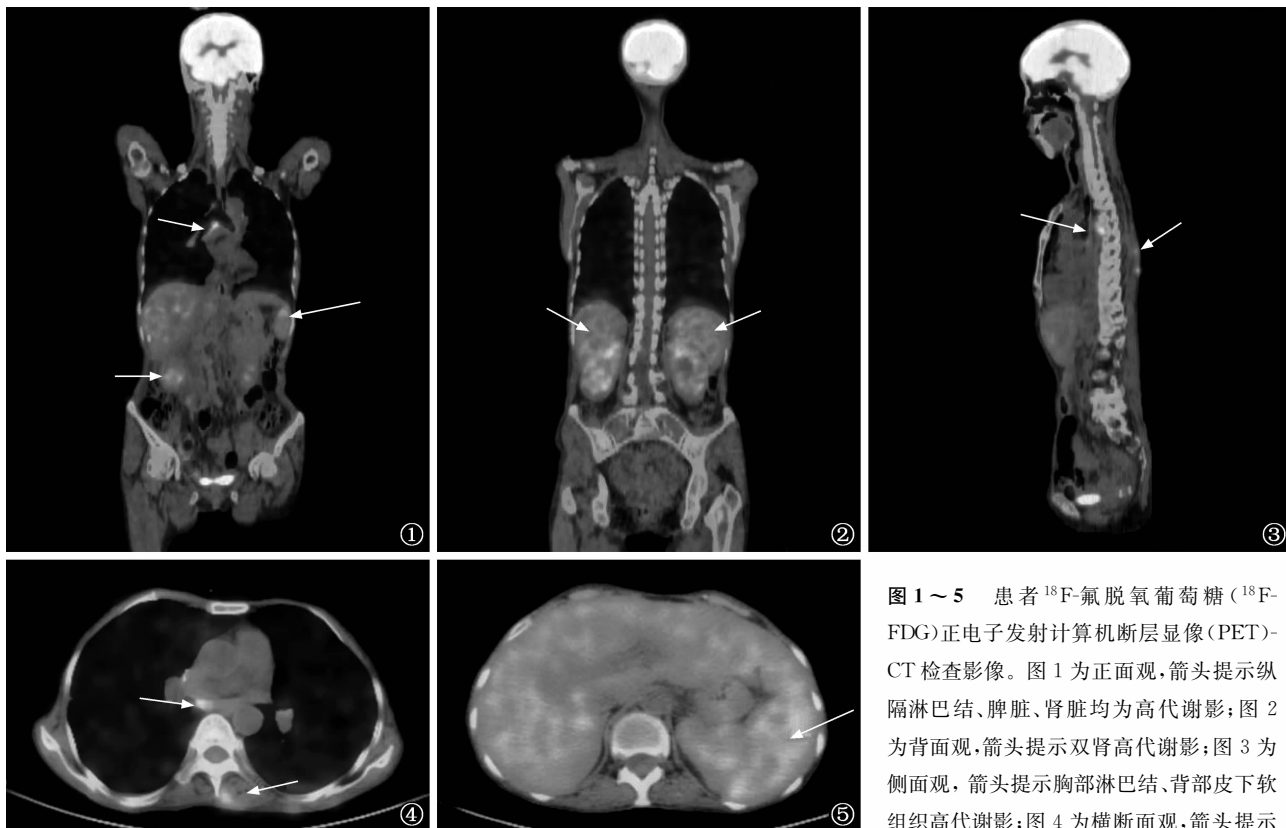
~5 患者¹⁸F-氟脱氧葡萄糖(¹⁸F-FDG)正电子发射计算机断层显像(PET)-CT 检查影像。图 1 为正面观,箭头提示纵隔淋巴结、脾脏、肾脏均为高代谢影;图 2 为背面观,箭头提示双肾高代谢影;图 3 为侧面观,箭头提示胸部淋巴结、背部皮下软组织高代谢影;图 4 为横断面观,箭头提示胸部淋巴结、背部皮下软组织高代谢影;图 5 为横断面观,箭头提示脾脏高代谢影。高代谢影区域均考虑肉芽肿累及
